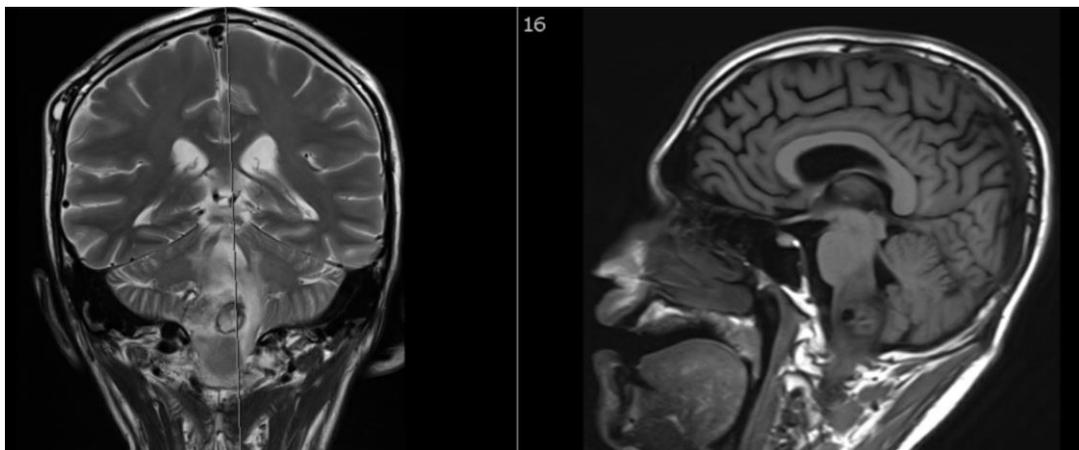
RM de tumor alto grado troncoencefálico.
